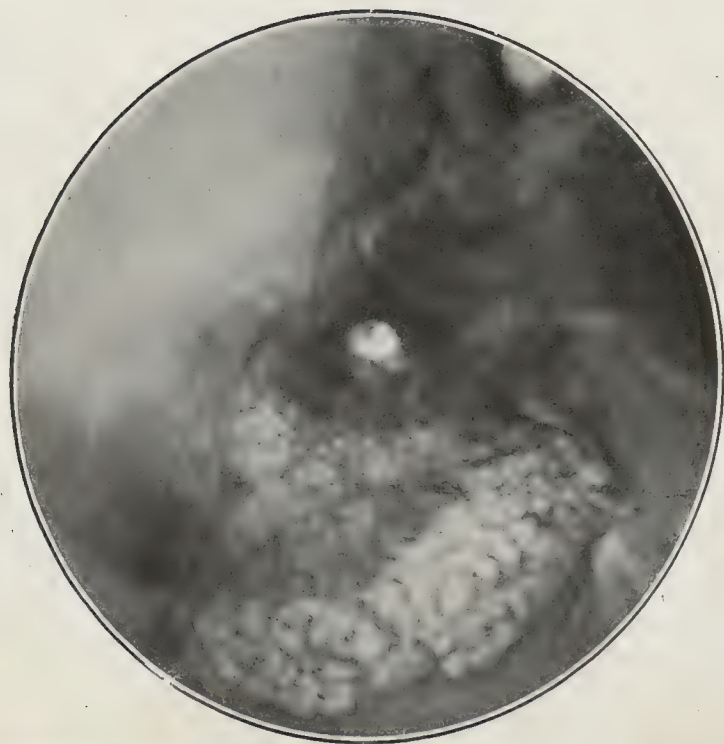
Radiographie d'un sujet normal. Incidence temporo-tympanique
